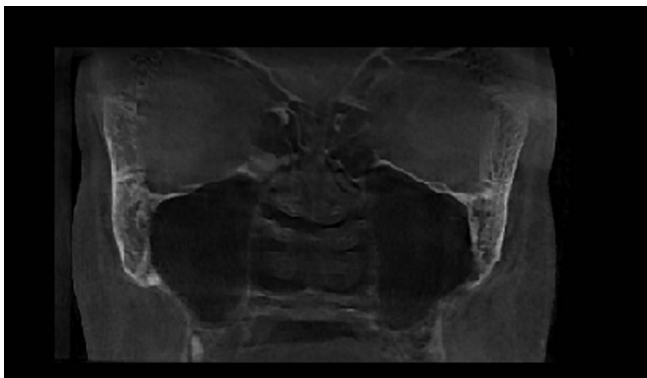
КТ картина резорбции воспалительных изменений, выздоровление
